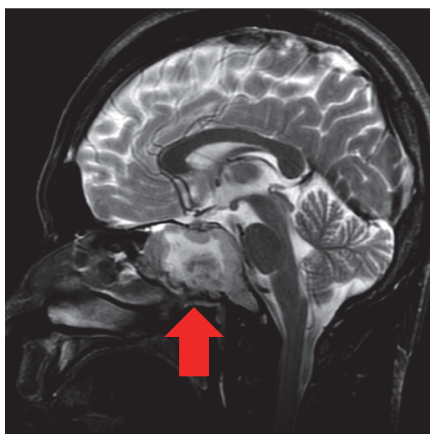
頭部MRI: T2, sagittal 画像
